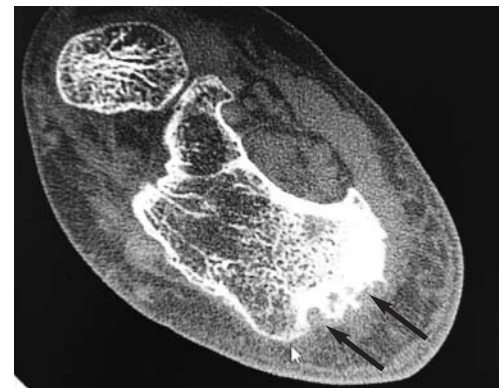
КТ костей правой стопы (стрелками указаны эрозии верхнего бугра пяточной кости)
